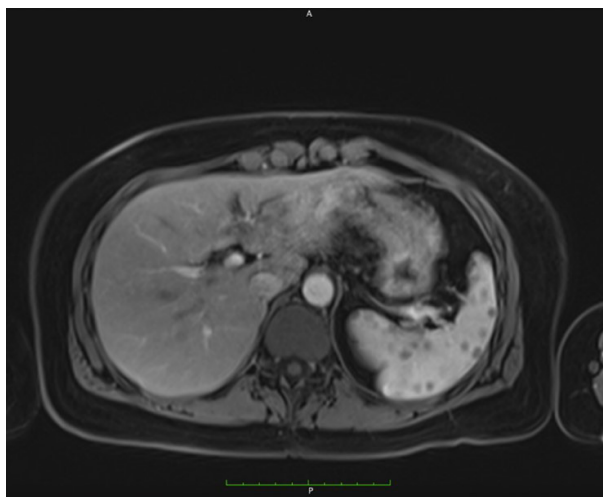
МРТ селезенки, режим T1
